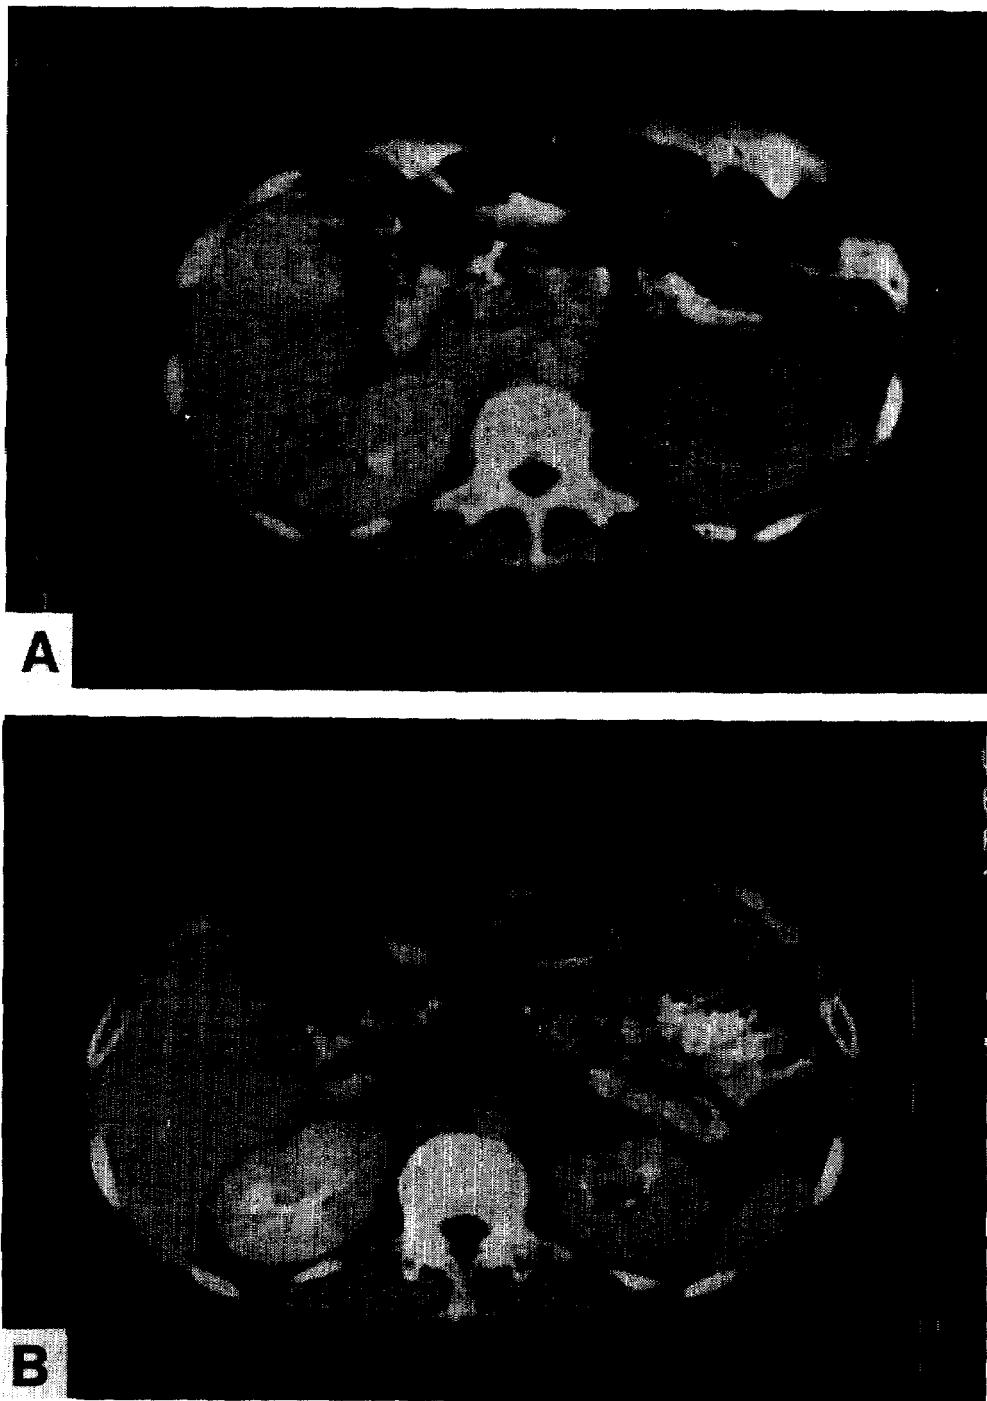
A. Abdominal CT scan demonstrating gas collections involving both renal parenchyma (arrowheads). B. Two-months follow up CT scan reveals disappeared gas densities on both renal parenchyma.
